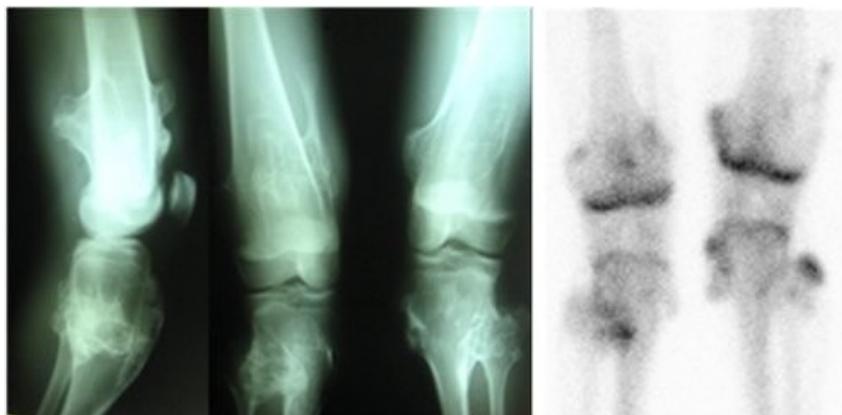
Radiografías simples en proyecciones anterior y lateral (izquierda). Vista estática anterior (derecha) con  $^{99m}\text{Tc}$ -MDP. Se aprecian exostosis en extremo distal de fémures y proximal de tibias y peronés.
